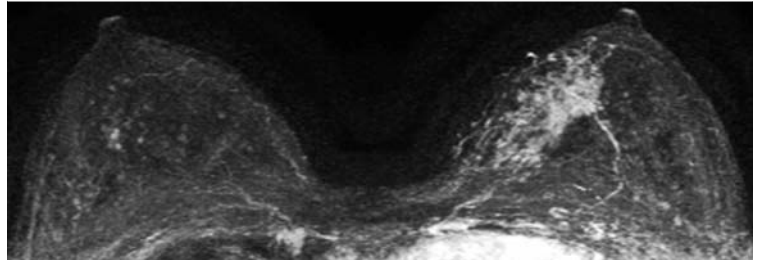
Intermediate-Type-DCIS bei blutiger Sekretion der linken Mamma. Primäre Mamma-MRT (MIP-Darstellung) mit segmentalem Enhancement links. Mammografisch kein assoziierter Mikrokalk. Sonografisch kein auffälliger Befund. Verzicht auf Galaktografie. Befundabklärung durch MR-gesteuerte Vakuumbiopsie. Operative Befundentfernung nach MR-gesteuerter Drahtmarkierung operationsrelevanter Eckpunkte.
